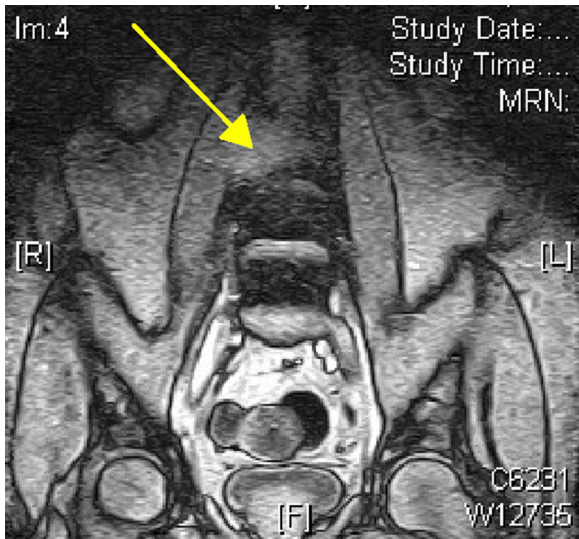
RMN de columna lumbosacra: protrusión discal L5-S1, imagen de masa paravertebral que invade L3 (flecha amarilla).
